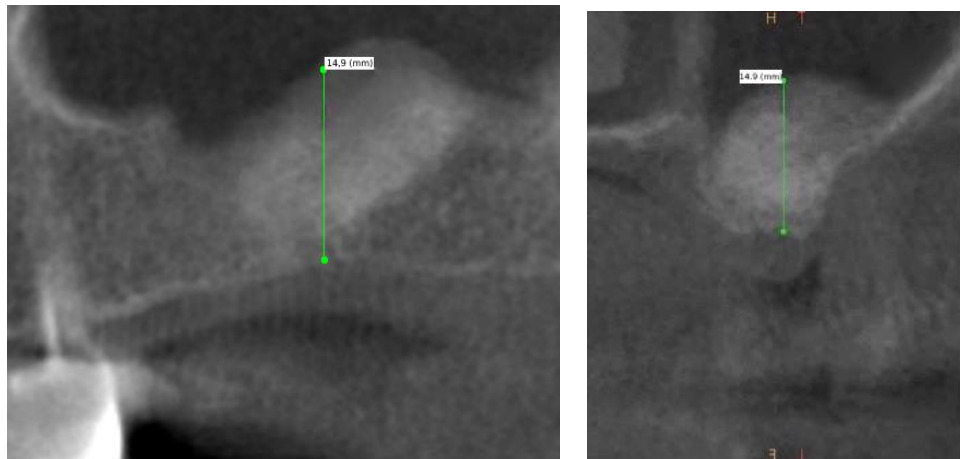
Фрагмент конусно-лучевой компьютерной томограммы пациентки Л. через 6 месяцев после операции, MPR и кросс-секция
